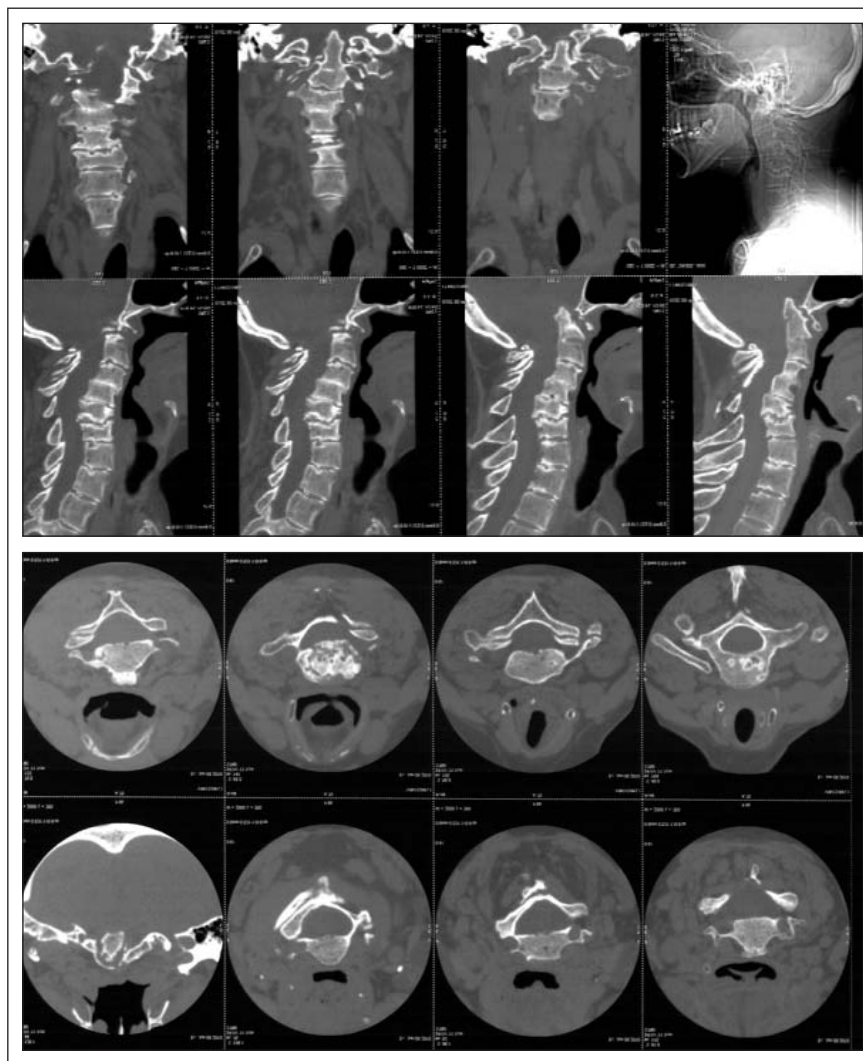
Компьютерные томограммы шейного отдела позвоночника больной В-м
